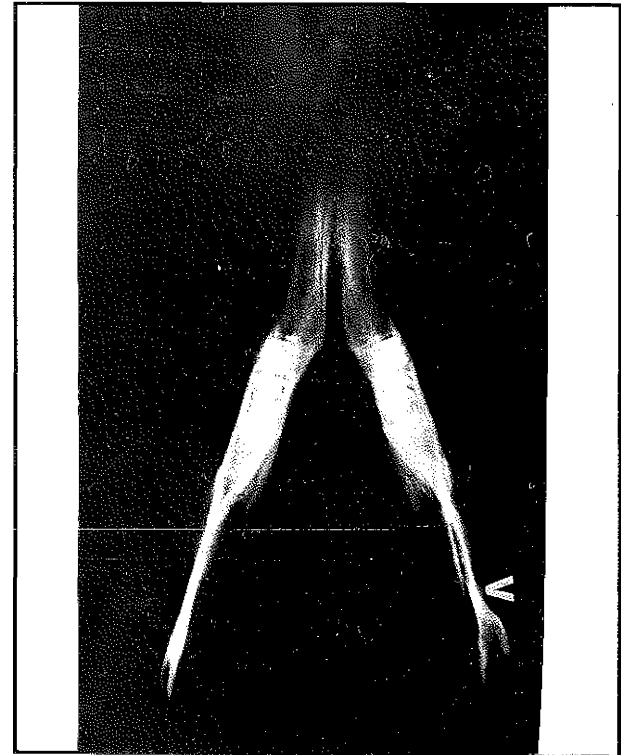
Sağ mandibulaya silikon blok yerleştirildikten 3 ay sonra CT görüntüleri, (A) Silikonun yaptığı erozyon pek belirgin olmamakla birlikte okla işaretli bölgede yeni kemik yapımı çıkıntı şeklinde dikkati çekmektedir, (B) Başka bir tavşanda silikonun meydana getirdiği erozyon ve düzensizlik biraz daha belirgin olarak görülmektedir. (C) Bir başka tavşanda ise 3 ay sonra CT görüntüsü normal olarak değerlendirilmiştir.
